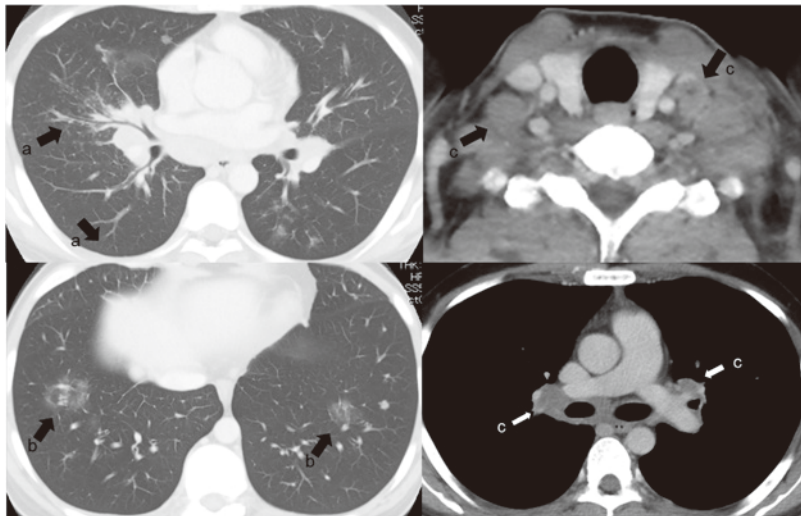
入院時造影 CT 肺野条件および縦隔条件 a：小葉間隔壁および気管支血管束の肥厚 b：斑状のすりガラス影 c：鎖骨上窩・縦隔・肺門部のリンパ節腫脹
